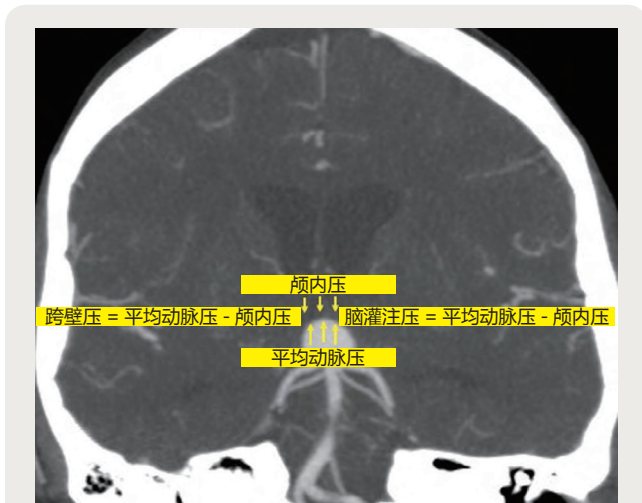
CT 血管造影所示基底动脉瘤。动脉瘤壁的跨壁压是平均动脉压 (mean arterial pressure, MAP) 与颅内压 (intracranial pressure, ICP) 之间的差值。MAP 的急性升高 (如由于应用可视喉镜和气管插管时) 或者 ICP 下降 (如由于脑脊液引流过多或硬脑膜封闭时的过度通气) 可引起跨壁压升高, 进而导致动脉瘤再出血。请注意, 脑灌注压也由相同的等式 (MAP-ICP) 计算。重要的是, ICP 在颅内未必是同质化的, 尽管动脉瘤周围的局部 ICP 比整体的 ICP 更重要, 但临床上测量的 ICP 通常是脑室内的压力。
